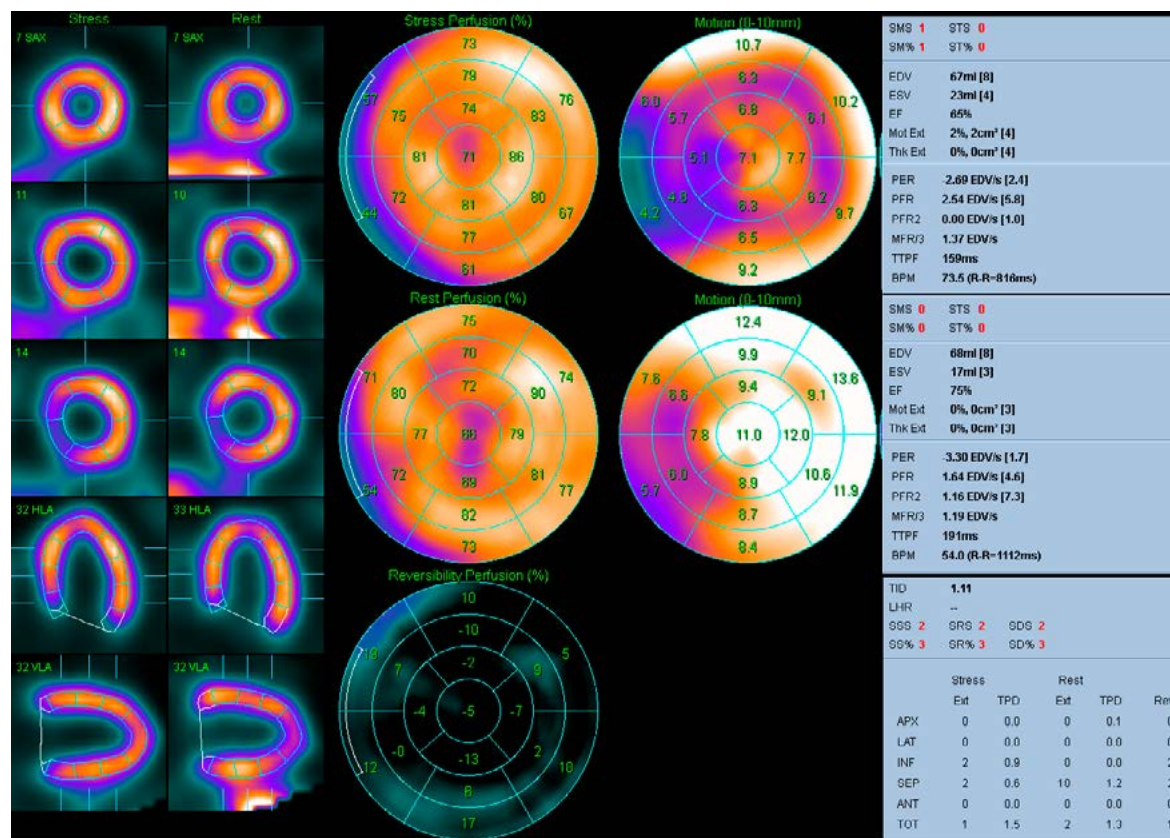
Падение ФВ после нагрузки у пациента с исключенной ИБС по данным ОЭКТ миокарда (отсутствие стабильных и преходящих дефектов перфузии, отрицательный результат нагрузочной пробы) в данном случае должно рассматриваться как вариант нормы, поскольку не было отмечено падения минутного объема (в покое – 51мл×54/мин=2.75 л, после нагрузки – 44мл×73/мин=3.2 л)
